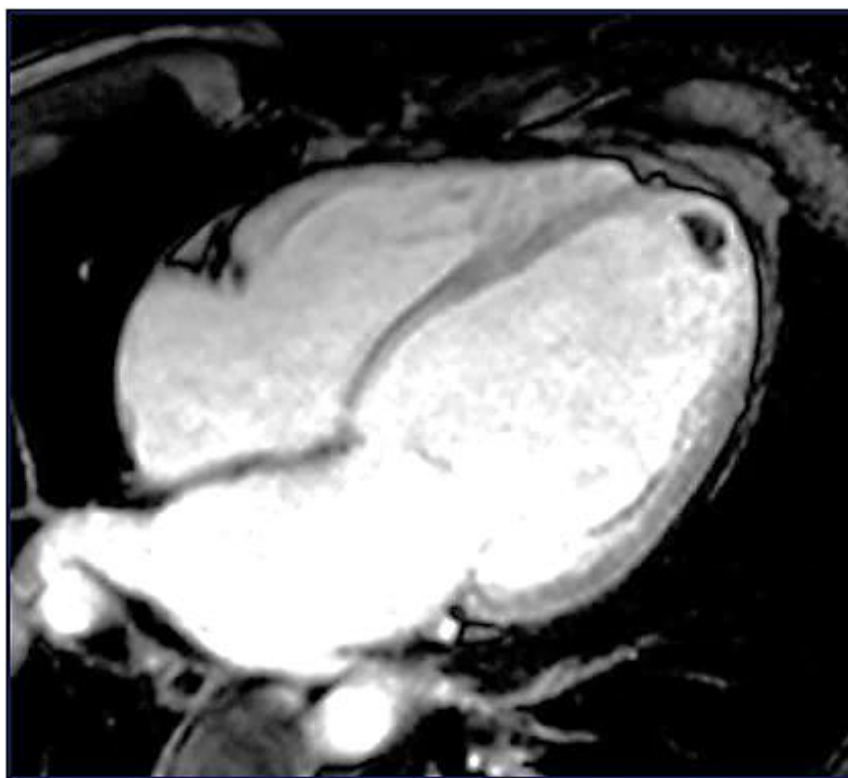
Изображение МРТ сердца с прогрессирующей ДКМП, полученное на ранних стадиях после введения контраста, показывает небольшой внутрижелудочковый тромб в виде гипоинтенсивной (темной) области на верхушке ЛЖ
